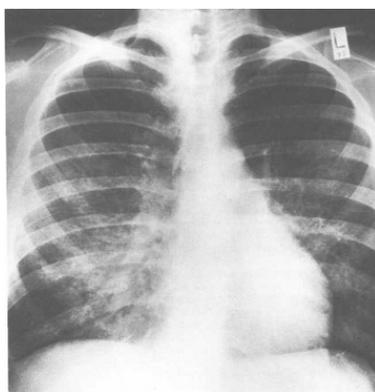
Рентгенологическая картина при пневмоцистной пневмонии
